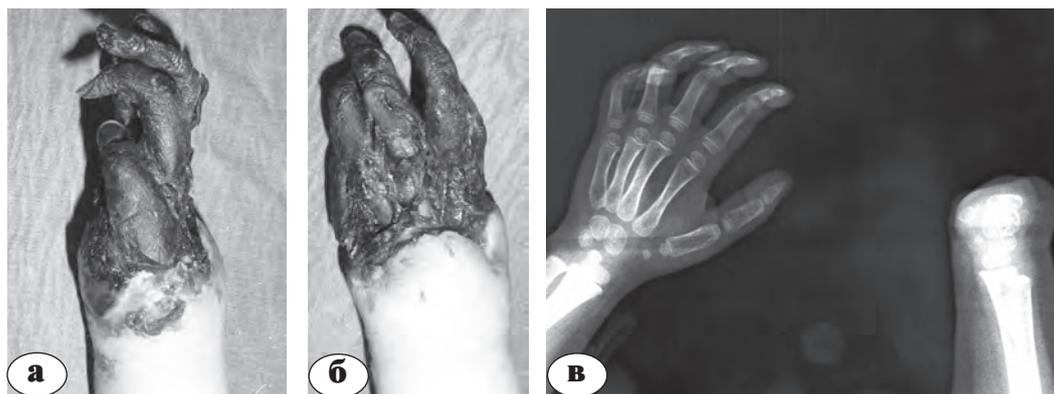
Пациентка А., 2 года: а, б – внешний вид кисти при поступлении, в – рентгенограммы после ампутации
